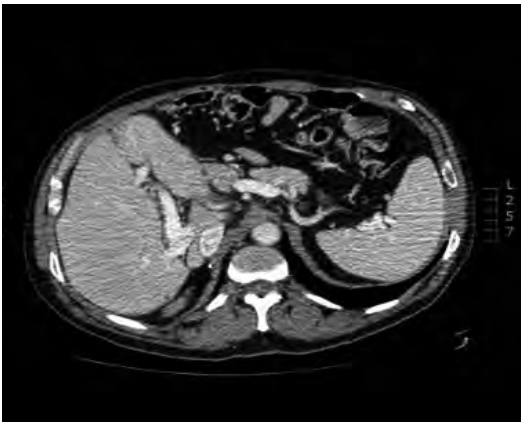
Aumento del conglomerado en TAC tras progresión a paclitaxel-ramucirumab.
